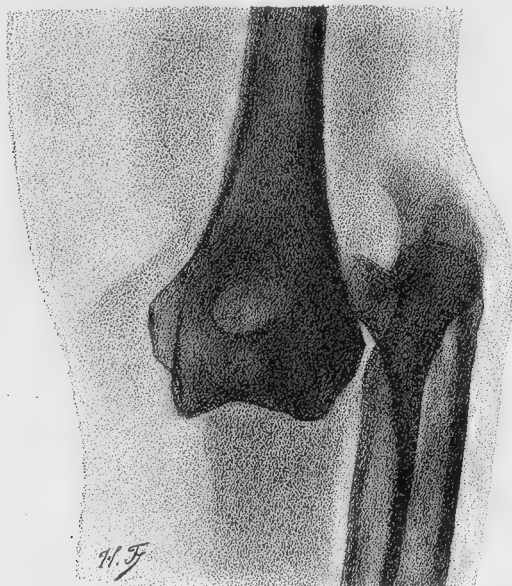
Radiographie vue de face de la luxation totale en dehors du coude.
